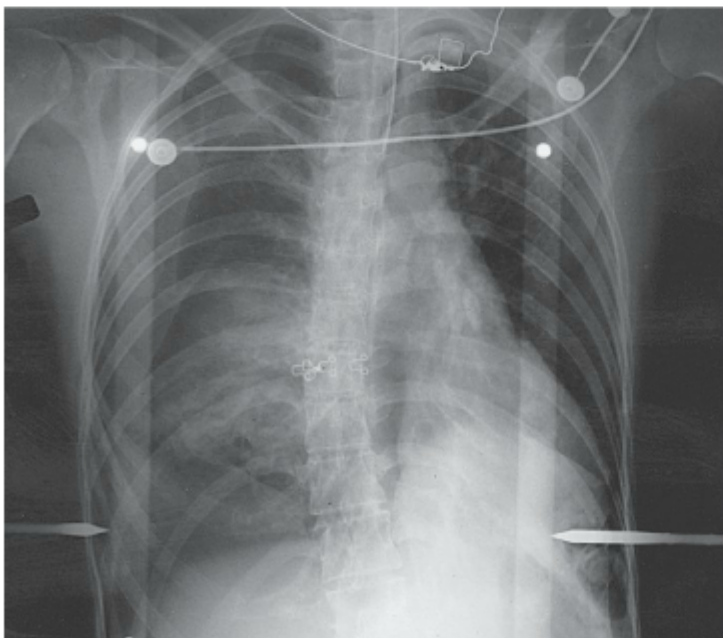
Radiografia de tórax mostrando um pneumotórax à direita.
